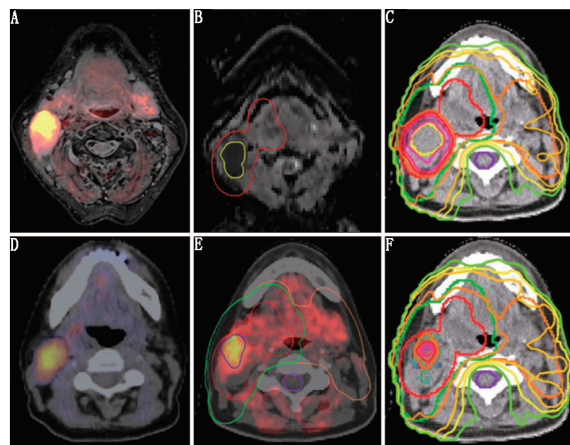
舌根部鳞状细胞癌患者(女,56 岁)放疗前多参数功能 PET/MR 检查图像。A. ¹⁸F-氟硝基咪唑(FMISO)注射后 3 h 行 PET/MR 成像(T_2 加权涡轮反转恢复幅度); B. ¹⁸F-FMISO PET 显像图与显示不同计划靶区的 CT 图像相匹配; C. 从弥散加权成像[包括一级计划靶区内含有低表观弥散系数(ADC)值的计划靶区]中导出的 ADC 图; D. 对低 ADC 值的计划靶区行以 20% 比例进行剂量递增的传统放疗计划; E. 通过¹⁸F-FMISO PET 显像与 ADC 图联合应用得出的肿瘤放疗耐药概率图; F. 剂量雕刻放疗计划直接对 E 图所示的概率图进行优化; 通过治疗计划系统 Hyperion 优化放疗计划,运用 2 个弧和 6 MV 光子进行优化容积增强放疗; 感兴趣的计划靶区(红色)接受 70 Gy 照射剂量、ADC 值低的计划靶区(黄色)、FMISO 高摄取区(蓝色)、接受 60 Gy 照射剂量的区域(绿色)、接受 54 Gy 照射剂量的区域(橙色)和脊髓(紫色); 等剂量线(从最低到最高)为 45、51、57.5、66.5、73、77 和 80 Gy
